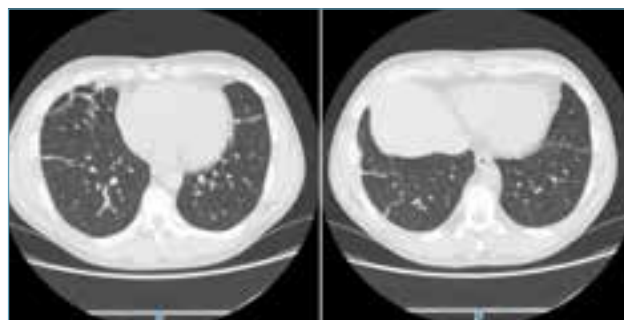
TC di controllo dopo terapia steroidea: risoluzione del versamento pleurico bilaterale e degli addensamenti a livello del LID e del LISn, persistenza di ispessimento perilobulare a livello del LM.
